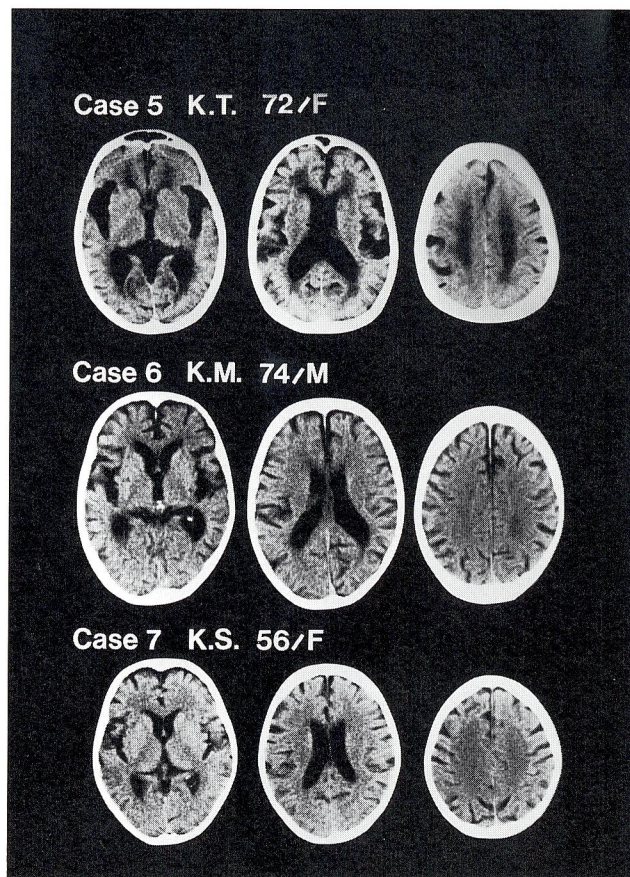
CT scans of patients with Alzheimer type dementia (Case 5-7). CT scan shows marked cortical atrophy, but low density area is not defined.
